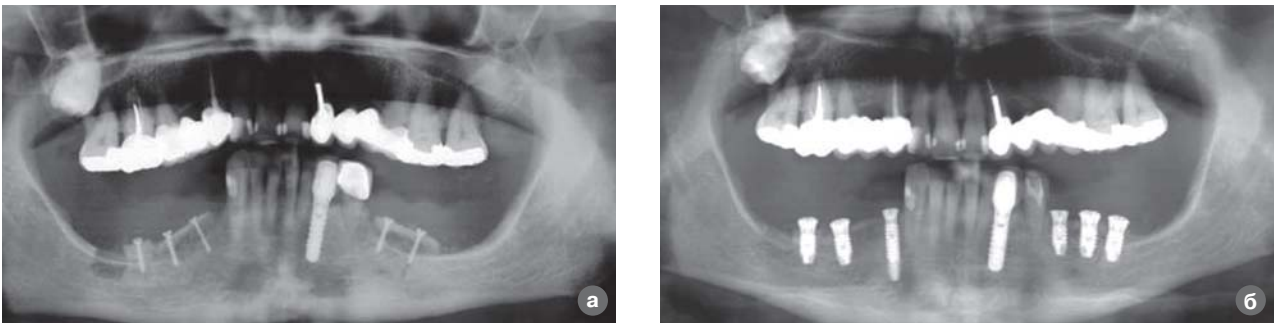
(а, б). Рентгенограма після костної пластики і імплантації через три місяці.
